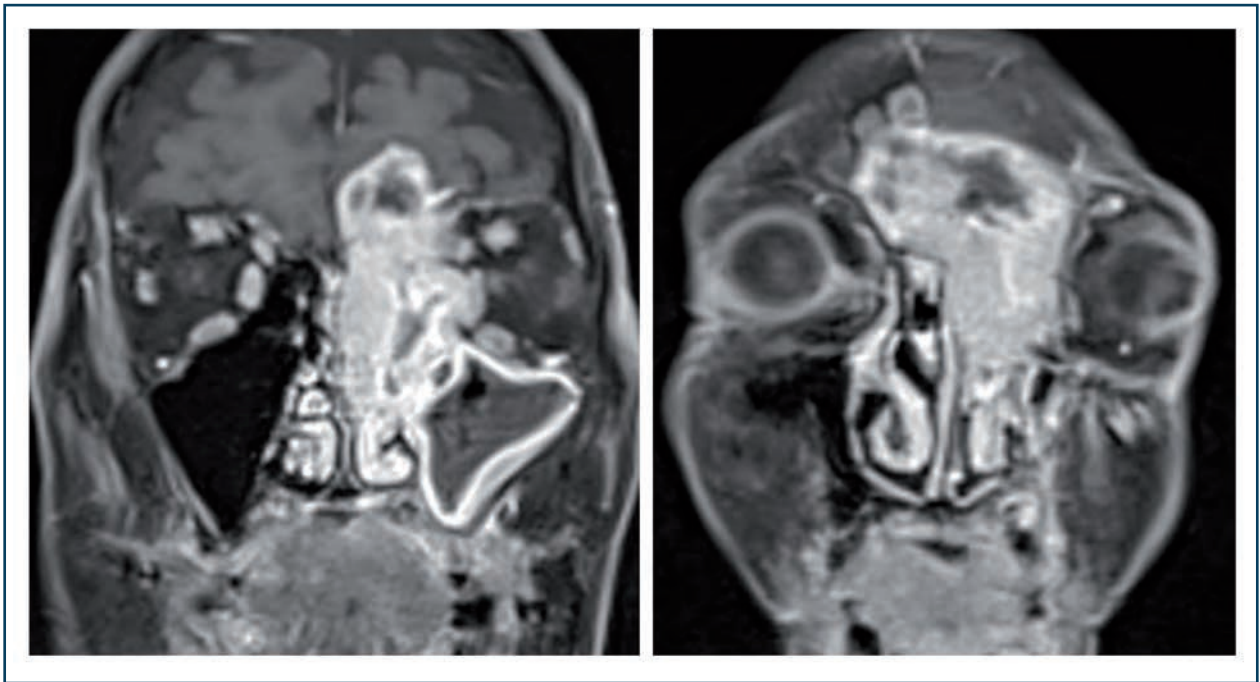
Neurofibrome nasal. Coupes TDM axiale (A) et coronale (D), IRM séquences T2 axiale (B) et coronale (E), T1 Fat Sat injectées axiale (C) et coronale (F) : masse tumorale ethmoïdo-nasale médiane avec extension endocrânienne frontale médiane.
